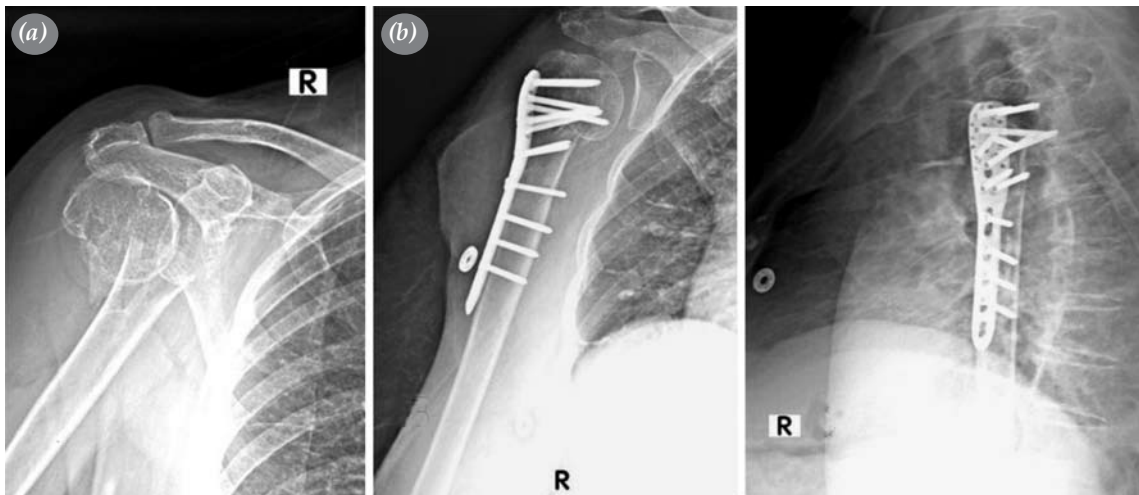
(a) Yetmiş dört yaşında kadın hastanın AO sınıflaması 1.1.B.1 olan kırığının ameliyat öncesi grafisi. (b) Ameliyat sonrası geç dönem grafilerde tüberkü-lum majusun deplase olduğu saptandı. (c) Radyografilerde kırığın kaynadığı görülmekte. (d) Deltoid split insizyon skarı. (e) Hastanın ameliyat sonrası eklem hareket açıklığı (Constant skoru 100).
